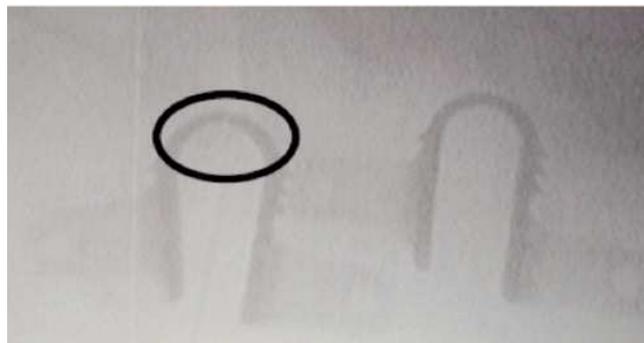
Figura – Imagen de radiografía intraoperatoria donde se evidencia fractura del dispositivo interespinoso superior.
